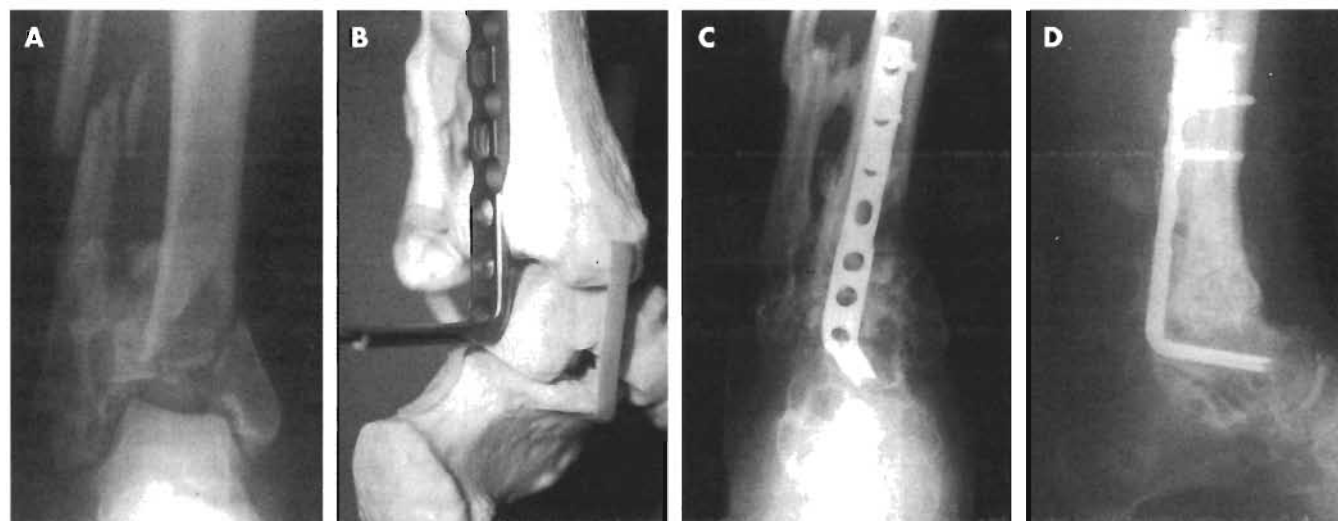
A. Radiografía anteroposterior de una fractura conminuta del pilón tibial. Para lograr la estabilización se colocó un fijador externo, realizándose una artrodesis de tobillo a los tres meses de la lesión. B. Fotografía de la cara posterior de un tobillo en la que se observa un clavo-placa colocado por detrás sobre una aguja guía. Esto permitió el adecuado contorno metafisario de la dicha cara posterior del tobillo y, por tanto, que se adapte adecuadamente a la parte posterior de la tibia. C. Radiografía antero-posterior de un tobillo tras haber realizado una artrodesis mediante clavo-placa. D. Radiografía lateral tras la artrodesis. Nótese la preservación de las articulaciones del retropié con dicho tipo de fijación.
